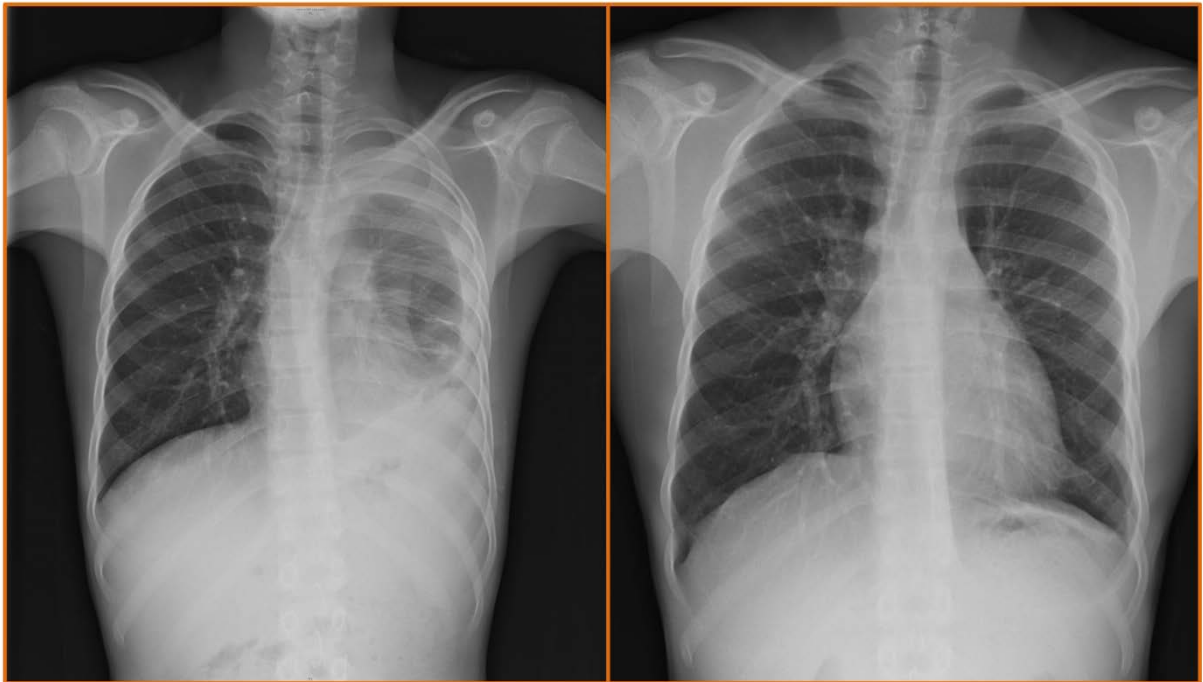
(ESQUERDA) – Radiografia torácica à data de alta
